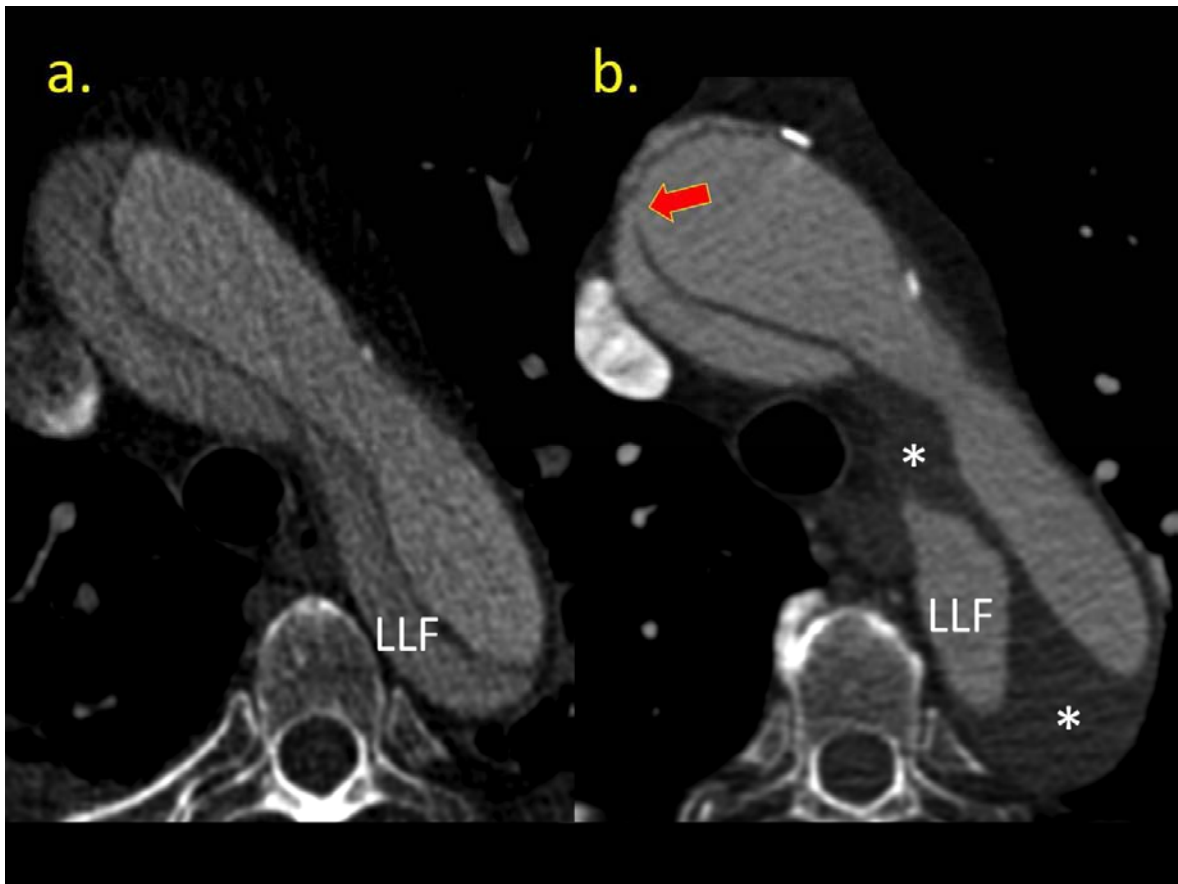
Imatges axials de la crossa i l'aorta descendent proximal en la TC diagnòstica (a.) i la TC postquirúrgica en fase subaguda (b.) d'un cas de DAA. L'estrip original es trobava a l'aorta ascendent, substituïda per una pròtesi. La fletxa vermella marca l'aparició d'un nou estrip adjacent a la sutura de la pròtesi, que passa a ser l'estrip proximal en l'evolució del pacient. Noteu els canvis ràpids de calibre i l'aparició d'abundant trombe mural, reflexant la nova situació hemodinàmica de la LLF.
